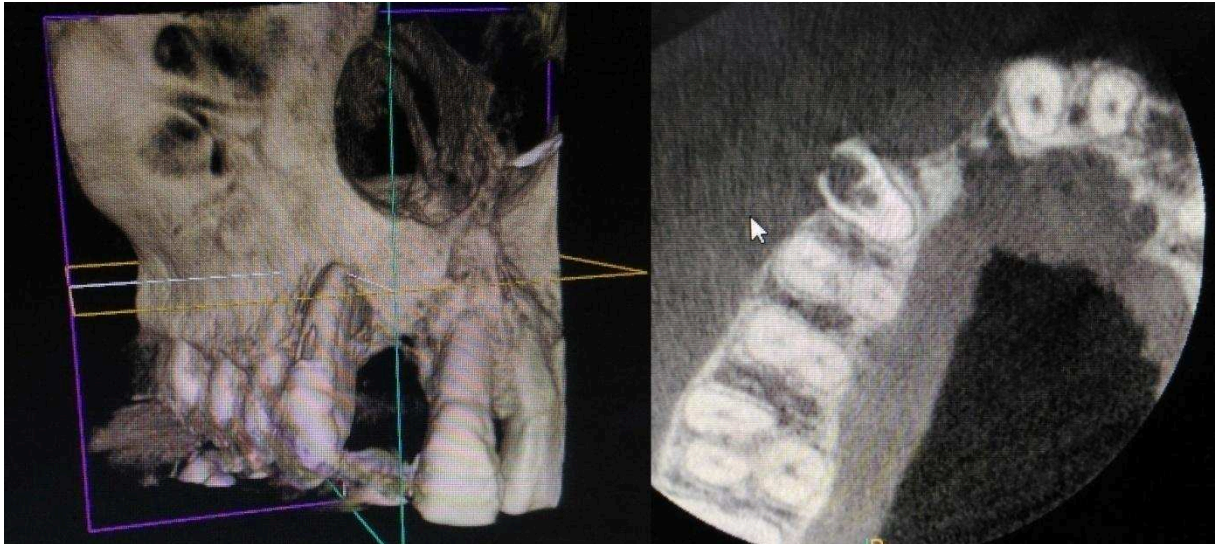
Cone Beam à 19 ans, réalisé au service d'Odontologie Caumartin de Lille
